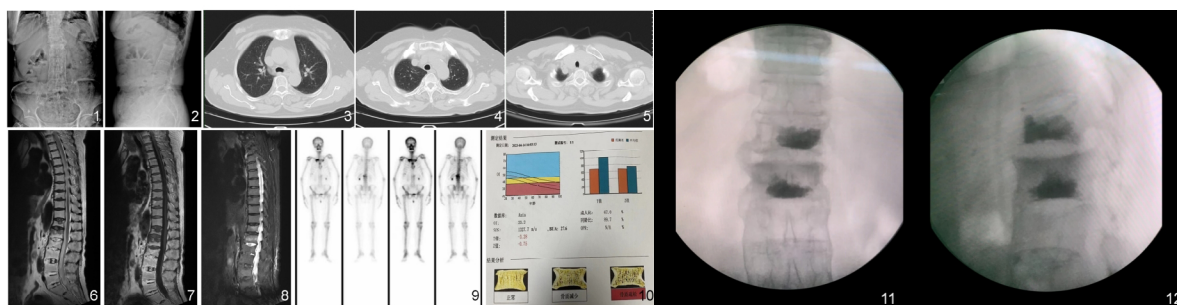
图12 SAPHO综合征合并脊柱压缩性骨折患者,女,69岁。图1-图2 腰椎正侧位提示T12、L1变扁,腰椎竹节样改变;图3-图4 CT示胸骨角、右侧锁骨近端、左侧第一前肋骨质密度增高;图5-图8 T12、L1压缩性骨折伴骨水肿,腰骶椎及椎间盘异常改变;图9 全身骨显像示右侧锁骨近心端、双侧第一前肋、胸骨、T12、L1椎体符合骨炎、骨肥厚表现,其中T12、L1压缩性骨折;图10 骨密度检测示重度骨质疏松。
